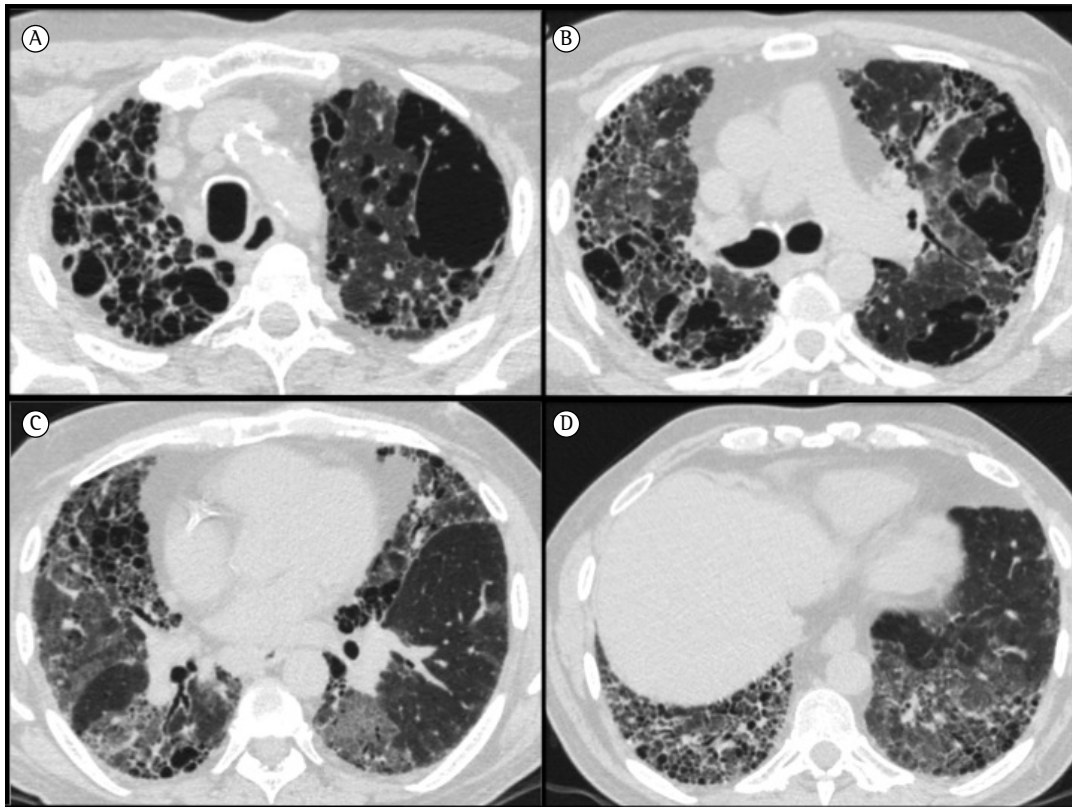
TC de tórax de um paciente de 70 anos de idade com combinação de fibrose pulmonar e enfisema e exacerbação aguda de doença intersticial. Nota-se enfisema predominantemente parasseptal nos ápices pulmonares, com destruição da arquitetura do parênquima pulmonar (A e B). Extensas áreas de opacidade em vidro fosco e faveolamento podem ser vistas nos lobos inferiores (C e D).
